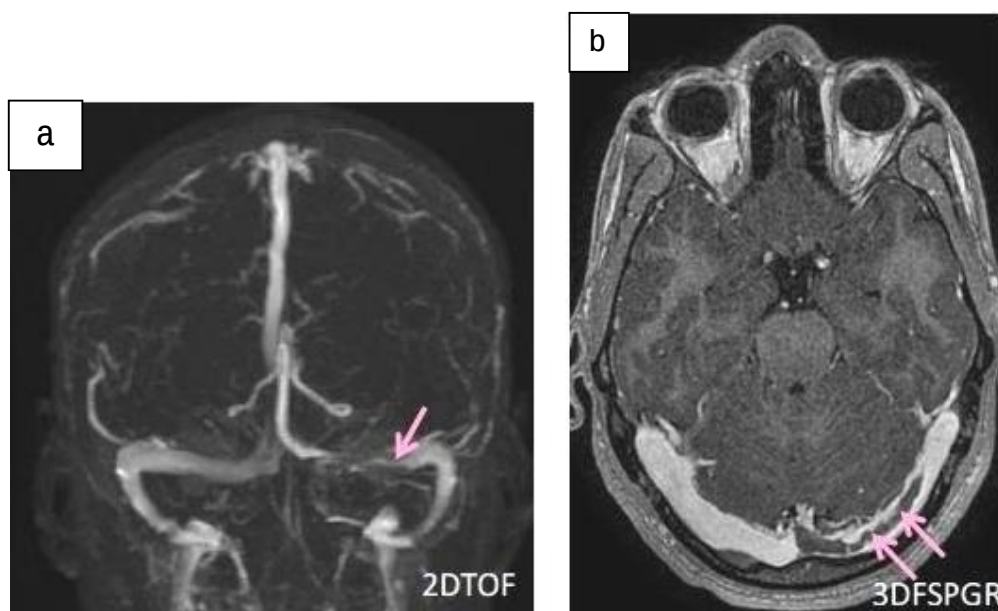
Patiente de 35 ans sans antécédents pathologiques notables admise aux urgences pour un syndrome d'HTIC. Une IRM cérébrale en séquences 2D TOF (a) et 3D T1C+ (b) a objectivé une thrombose du sinus latéral gauche →. L'étiologie reste indéterminée.
